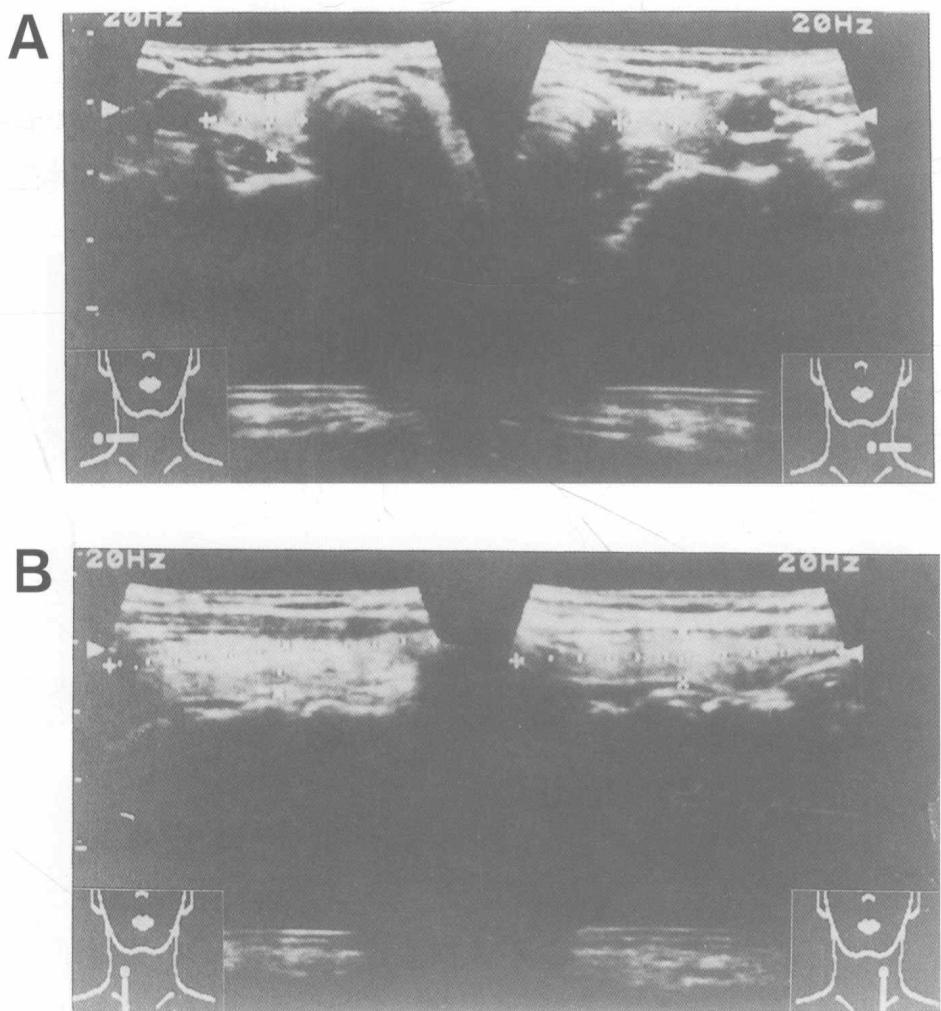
41 歲女性之正常甲狀腺超音波影像。
